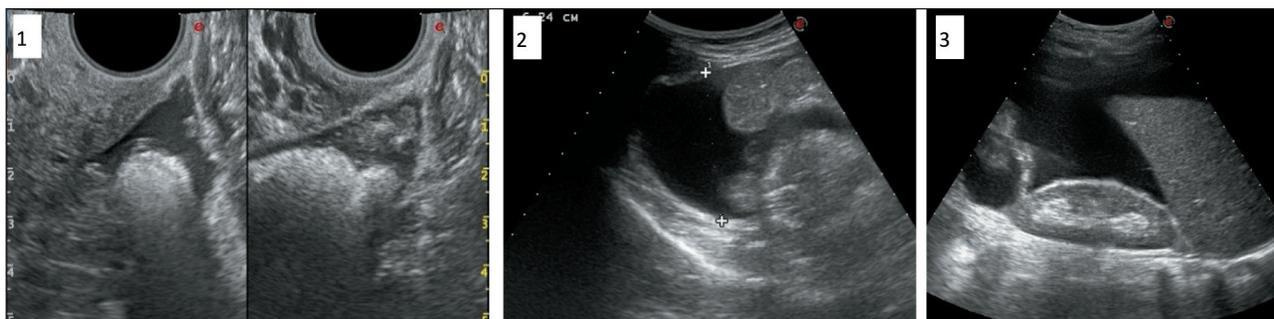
Эхографическая визуализация асцита различной степени выраженности. 1. Минимальное количество АЖ (100–300 мл), при трансвагинальном УЗИ определяется анэхогенная прослойка свободной жидкости в позадимаочном пространстве (80–100 мл), кпереди от матки, параовариально, между петлями кишечника в нижнем этаже брюшной полости (более 100 мл). 2. Умеренное количество АЖ (300–1000 мл), при трансвагинальном УЗИ – свободная жидкость в тех же анатомических областях, но в большем количестве. При сканировании конвексным датчиком в положении лёжа анэхогенные зоны определяются в боковых каналах брюшной полости и межпечельно. 3. Большое количество АЖ (1000 мл и более), при трансабдоминальном УЗИ конвексным датчиком в положении лёжа – анэхогенная зона достигает передней брюшной стенки, заполняет пространство между париетальной брюшиной, большим сальником и петлями кишечника, подпечёчного пространства [17]
